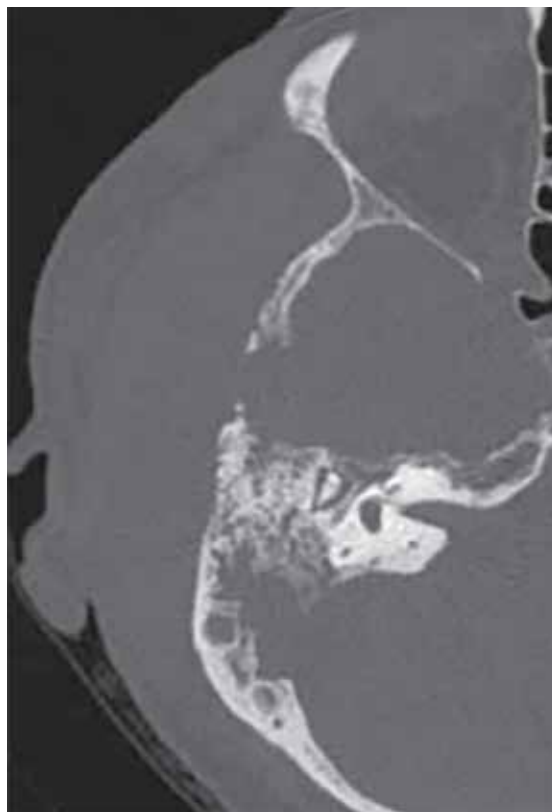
КТ правої скроневої кістки хворий С. Аксіальна проекція. Осередки соскоподібного відростка заповнені патологічним субстратом. Перисинозні повітроносні клітини зруйновані. В області луски скроневої кістки – деструктивний процес з оголенням твердої мозкової оболонки
